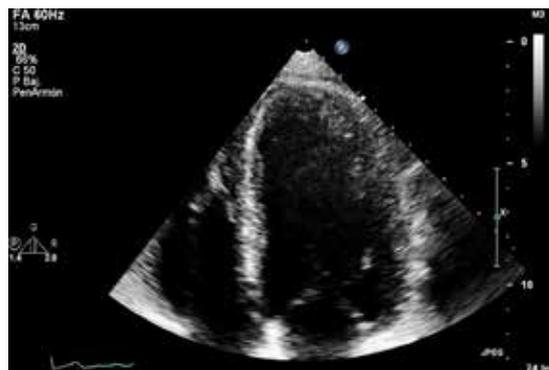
Ecocardiograma transtorácico en vista apical cuatro cámaras con acercamiento a cámara ventricular izquierda con evidencia de la reducción en el tamaño del hematoma disecante intramiocárdico a 15 × 4 mm, ausencia del trombo intracavitario y resolución del derrame pericárdico leve.
